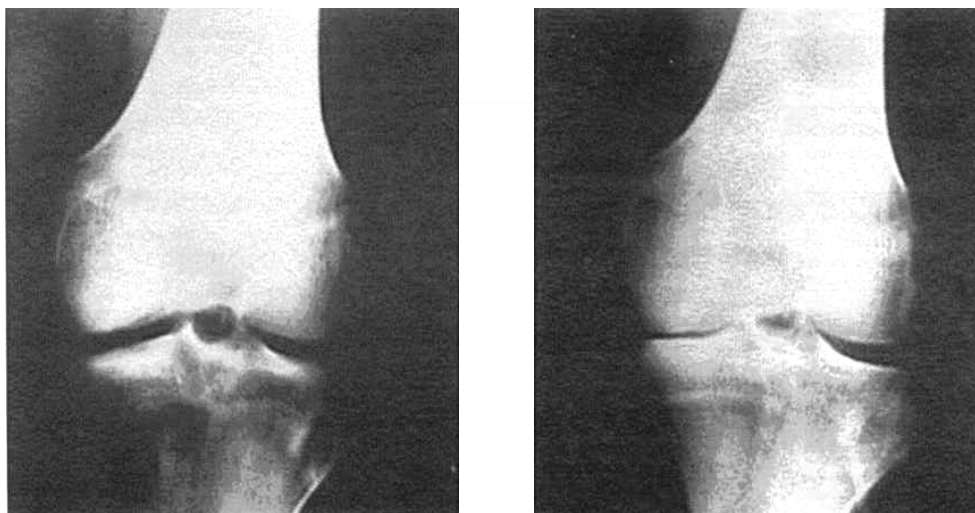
Рентгенограмма коленного сустава одного и того же больного гонартрозом, выполненная в положении лежа (слева) и в положении стоя (справа)
